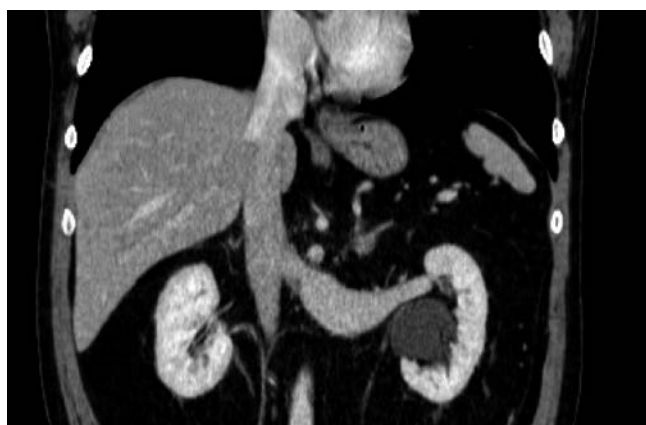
КТ-ангиограмма. Значительное уменьшение диаметра левой почечной артерии
